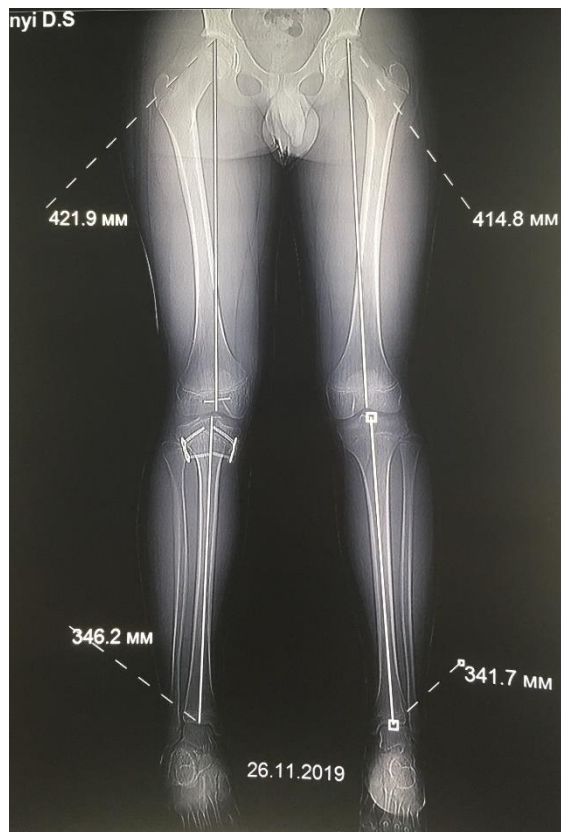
Панорамна рентгенограма хворого К., 13 років. Видовження правої нижньої кінцівки.
